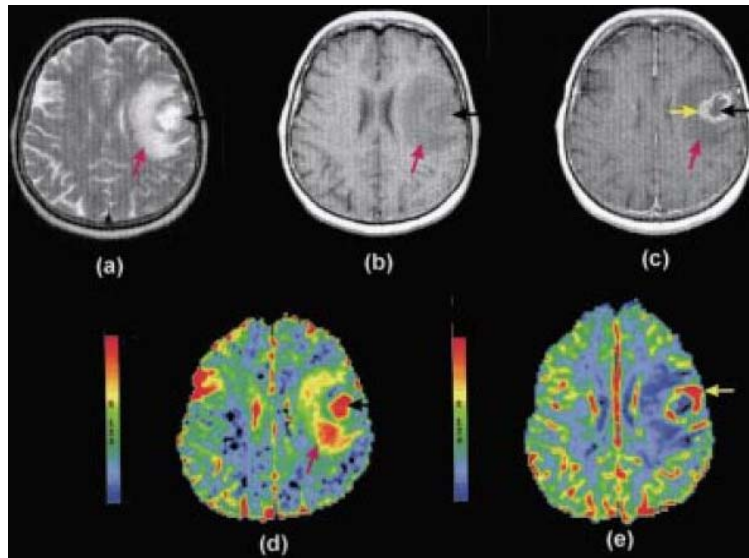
IRM en coupes axiales révélant un glioblastome frontal ; (a) :séquenceT₂, (b) :séquenceT₁ sans injection de Gadolinium, (c) : séquenceT₁ après injection de Gadolinium, (d) : cartographie de diffusion, (e) : cartographie de perfusion.
